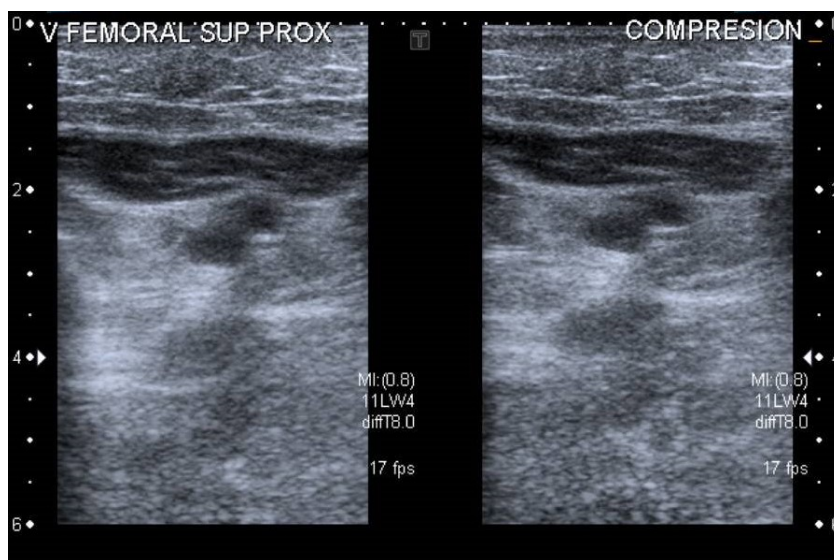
Ecografía compresiva de vena femoral superficial
